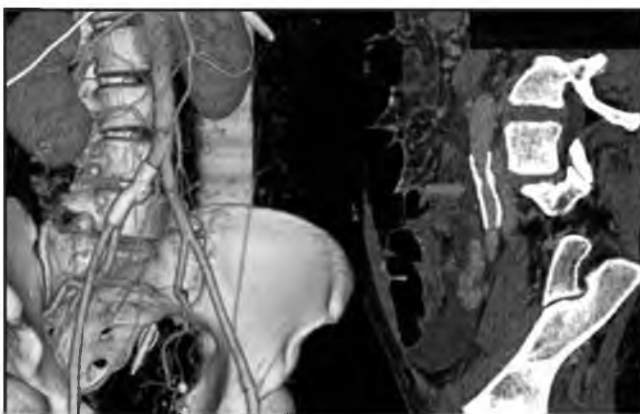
МСКТ с болюсным контрастированием – 3D-реконструкция и корональный срез области эндопротезирования через 24 ч после операции. Стент-графт VIABAHN имплантирован в общую подвздошную артерию.
